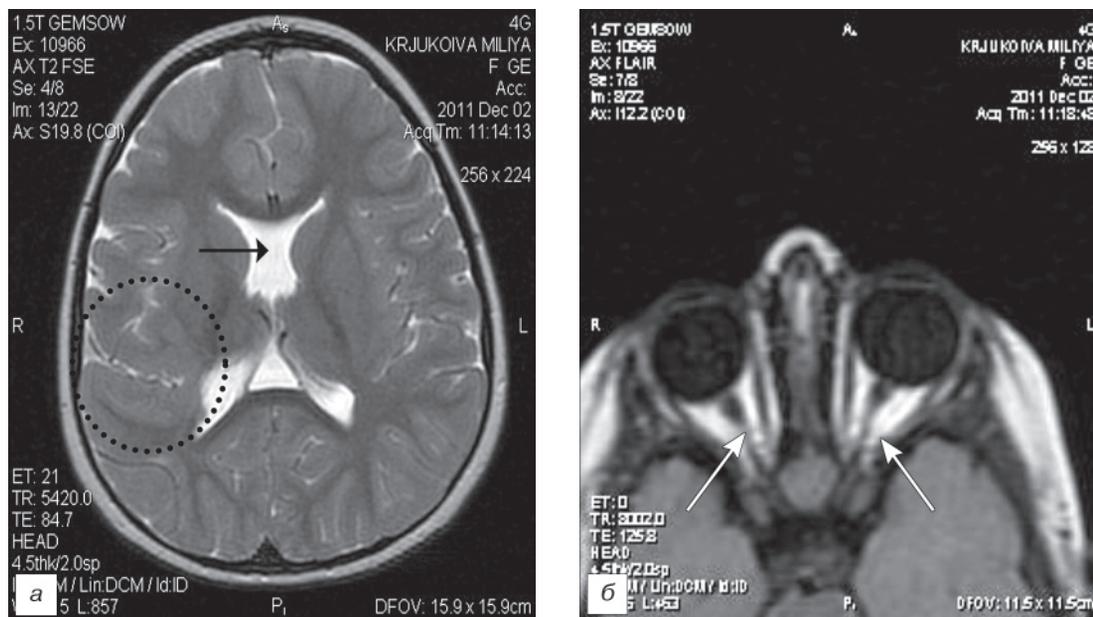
МРТ головы пациентки К., аксиальные срезы.
